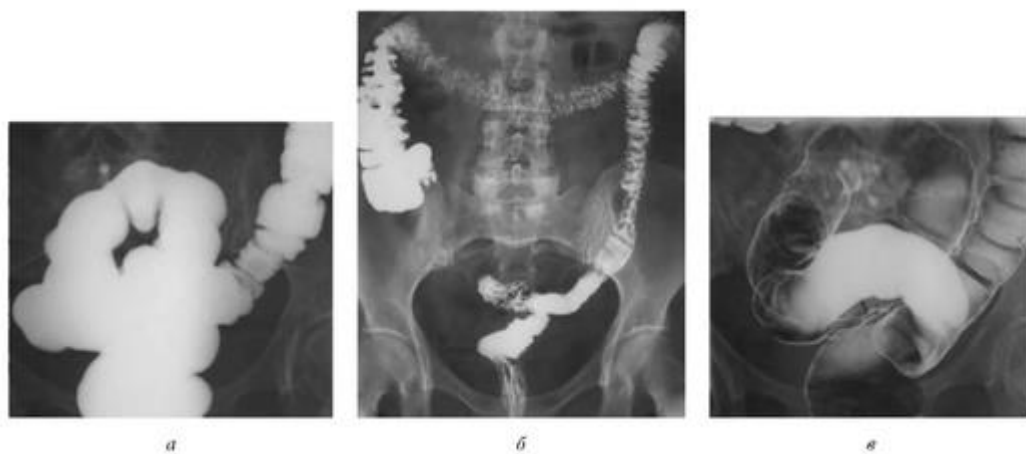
Ирригоскопия: *а* - 1-й этап - прицельная рентгенограмма сигмовидной и прямой кишки в условиях «тугого» наполнения; *б* - 2-й этап - обзорная рентгенография брюшной полости в задней прямой проекции лежа после опорожнения; *в* - 3-й этап - прицельная рентгенограмма сигмовидной и прямой кишки в условиях двойного контрастирования
